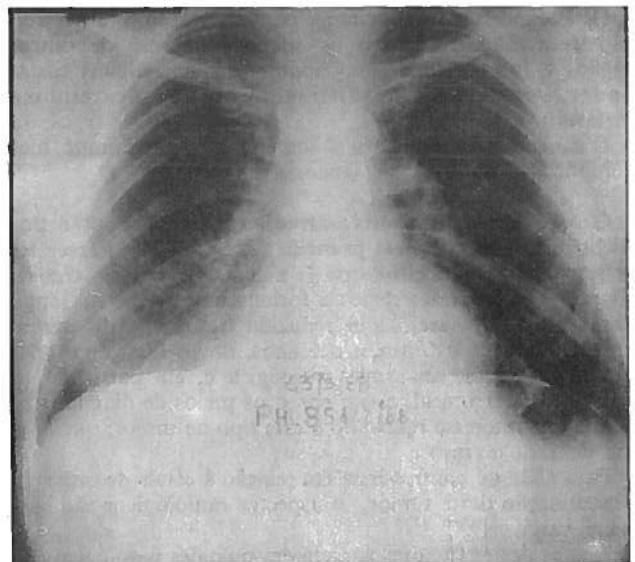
Radiografia do tórax (PA) no início dos sintomas.
